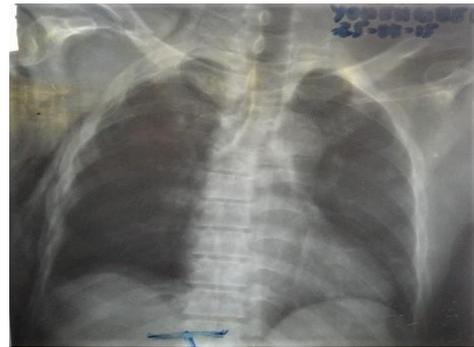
radiographie thoracique de face : fracture des clavicules, emphysème sous-cutané droit, fractures étagées de côtes droites, pneumothorax droit
